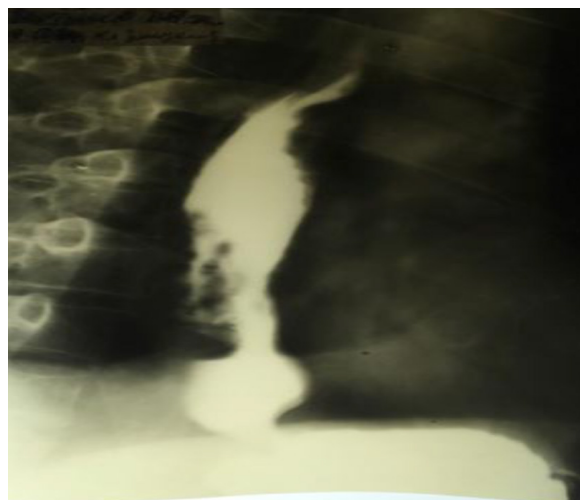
На рентгенограмме пищевода при тугом наполнении, обращает внимание наличие полукруглых, удлиненных дефектов наполнения, расположенных на задней спинке наружных контуров пищевода.
